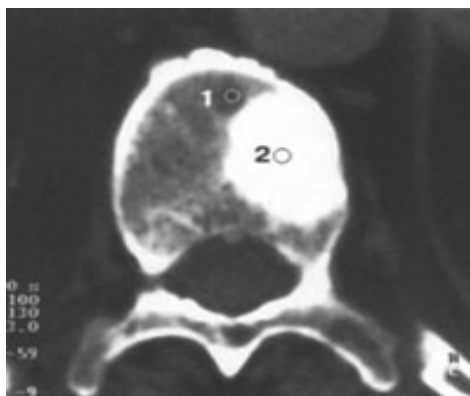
Компьютерная томография (пациент Е. 50 лет)
